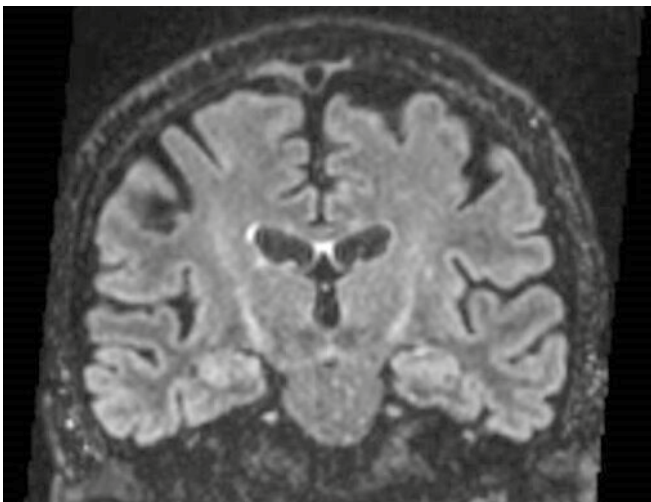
Corte coronal de RM donde se visualiza señal hiperintensa bilateral en el haz corticoespinal (región de los centros semioviales) desde el tronco del encéfalo hasta el área precentral correspondiente a la sustancia blanca bajo la corteza motora primaria y secundaria.
